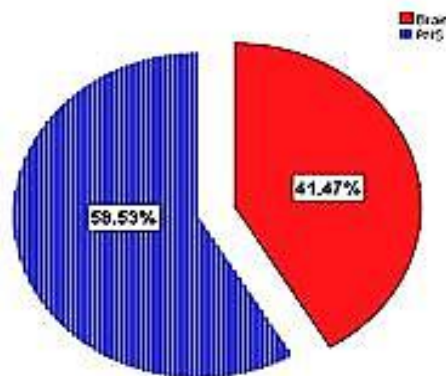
Anatomical site of CT conducted for headache cases.
